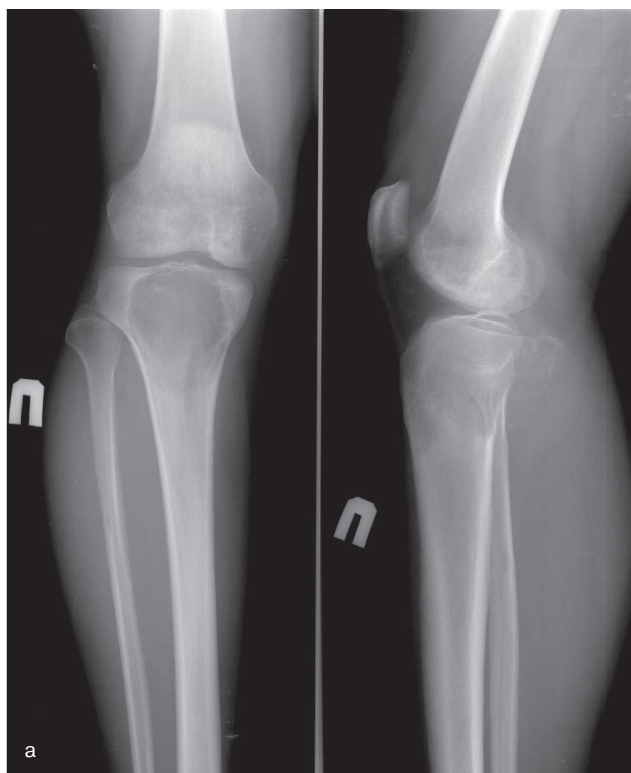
а. Рентгенограмма правой большеберцовой кости в прямой и боковой проекциях. Центально в проксимальном эпиметафизе правой большеберцовой кости определяется крупный очаг остеолитической деструкции, который вовлекает субхондральный отдел суставной поверхности кости и на некоторых участках отграничен от неизменной кости «полосами» остеосклероза. На боковой рентгенограмме в мягких тканях задней поверхности проксимального отдела голени визуализируется внекостная часть опухоли мягкотканной плотности с наличием неотчетливого ячеисто-трабекулярного рисунка в верхней части. В дистальном эпиметафизе бедренной кости выявляется выраженный «пятнистый» остеопороз
